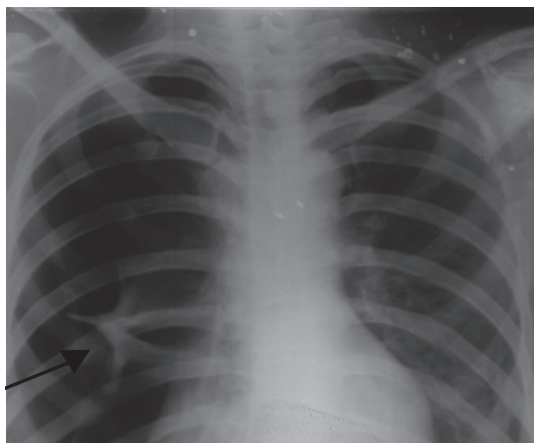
Рентгенограмма пациентки Я., 51 год
